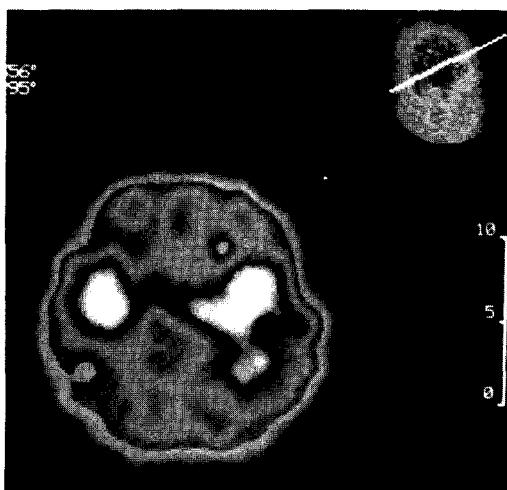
99m Tc-HMPAO regional cerebral blood flow SPECT performed on the 10th hospital day reveals markedly increased activity in both temporal lobes with slight posterior extension in left side.
